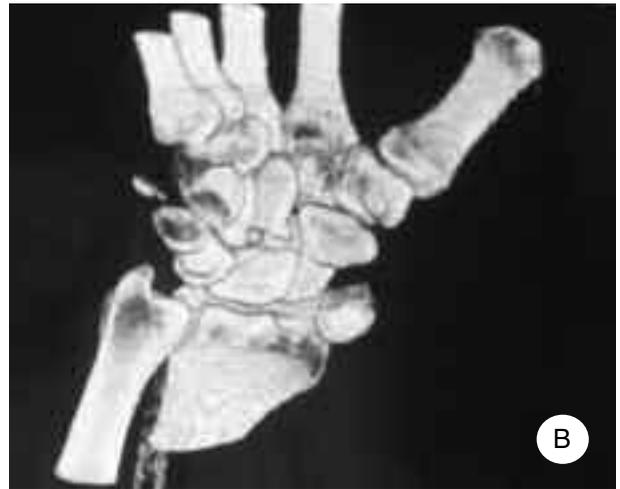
A, B) TC del polso con ricostruzione tridimensionale dello stesso che confermava quanto già evidenziato dai radiogrammi oltre a meglio definire una frattura del pisiforme.
